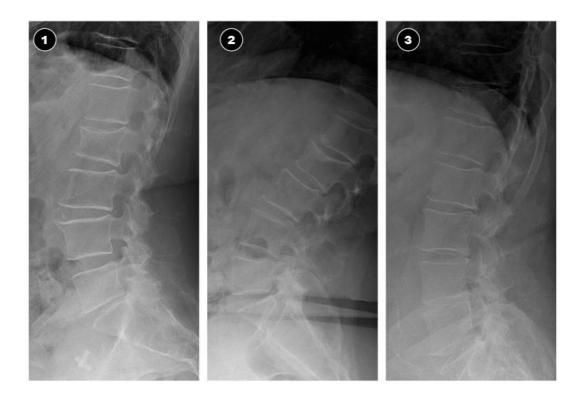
Radiographies des trois patients fracturés
